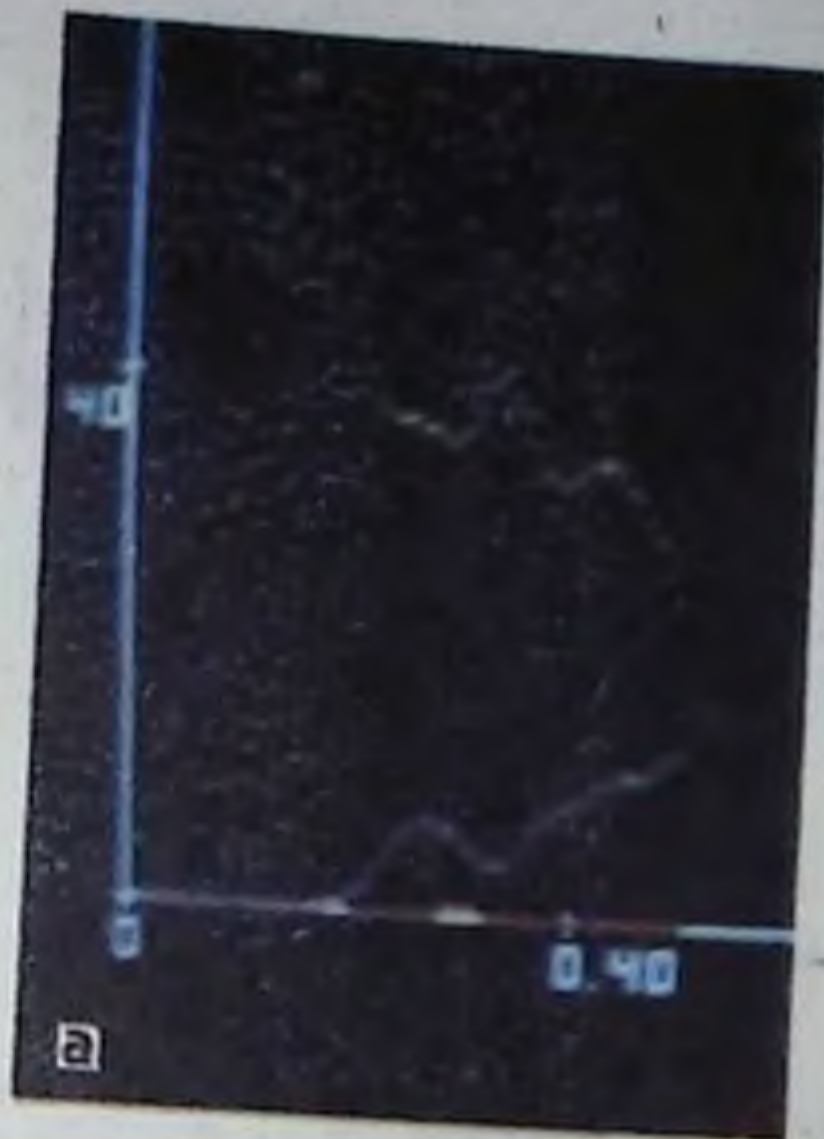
Гастросцинтиграмма с использованием меченого ^{111}In -Бибимикса. За 80 мин наблюдения пищевая масса из желудка не эвакуировалась, желудок максимум дилатирован, атоничен. Гастростаз III степени.
